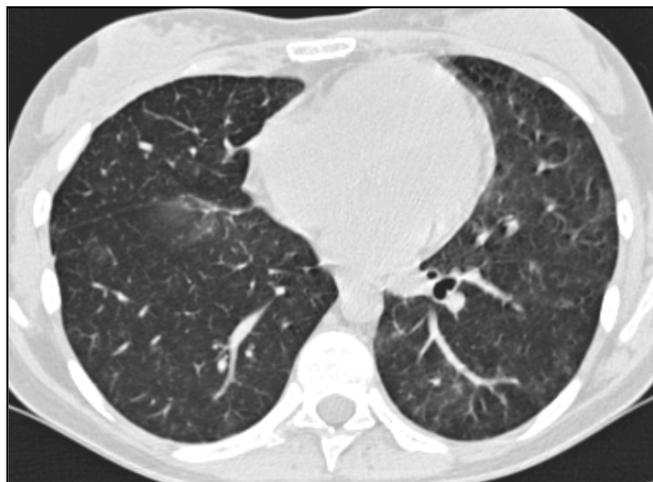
КТ органов грудной клетки больной лимфомой Ходжкина на момент развития лихорадки (25.03.2014), 23 день ПХТ.
